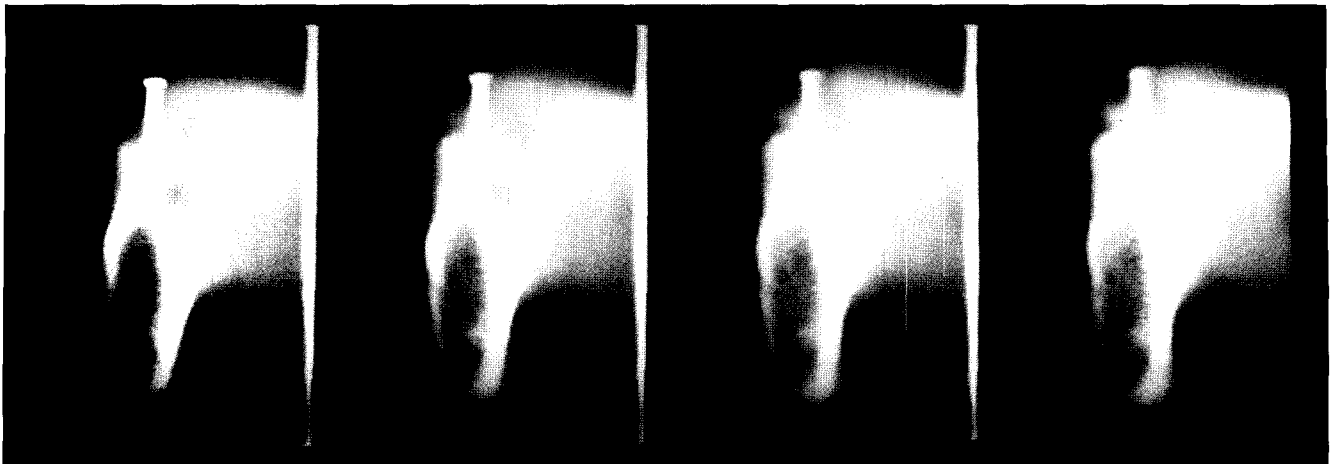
A wide angle tomographic technique with an 8-turn spiral movement was used, resulting in 4 mm-thick contiguous layers.
